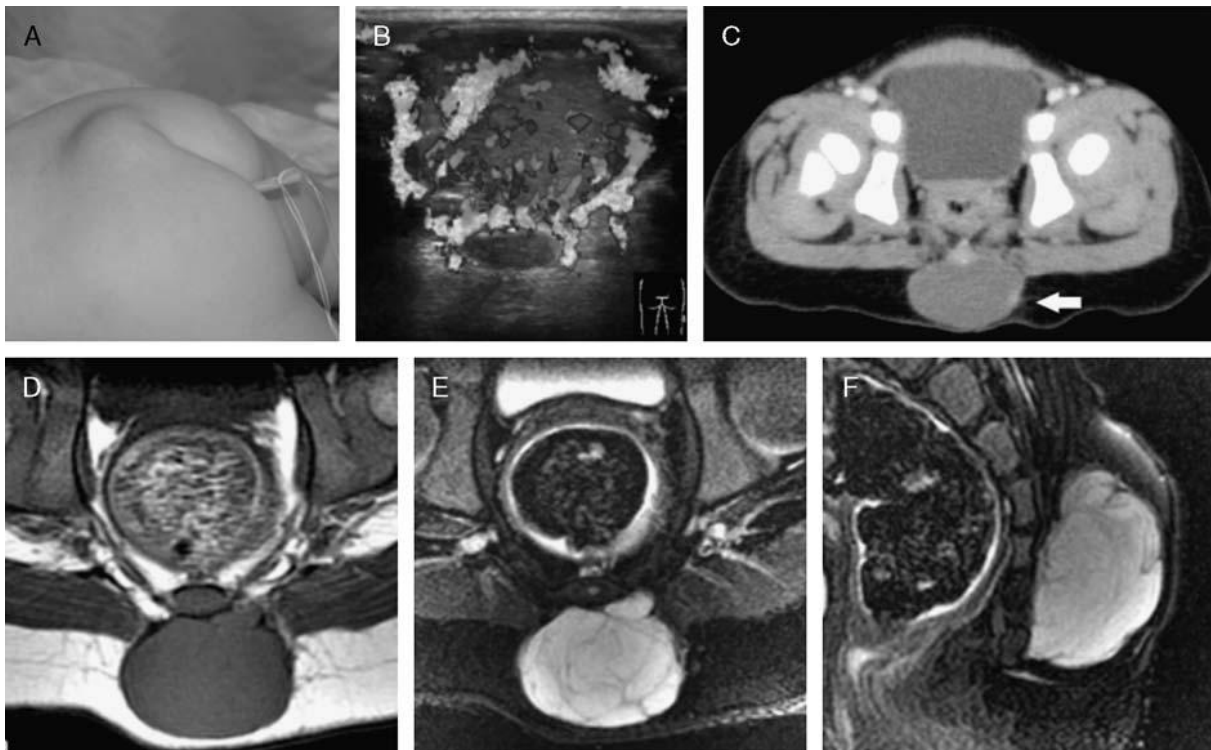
PMMTI sacro-coccygienne. A, tumeur. B, Echo-doppler, tumeur hypervascularisée. C, TDM transversale, tumeur hypo-dense. D-F, IRM. D, T1W1 transversale, hypo-signal. E, T2W1 transversale, hyper-signal. F, T2W1 sagittale, hyper-signal avec septas [50].
